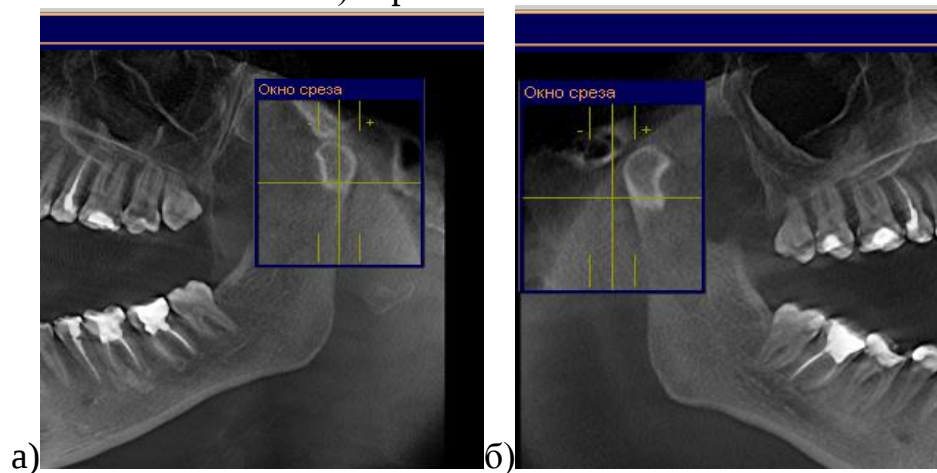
3Д КТ ВНЧС (открытый рот): а) - левая, смещения головок в сагитальной плоскости и головка останавливается на уровне суставного бугорка; б)- правая, головка уходит в перед от верхушки сохраняя частичную связь с передней поверхностью бугорка
